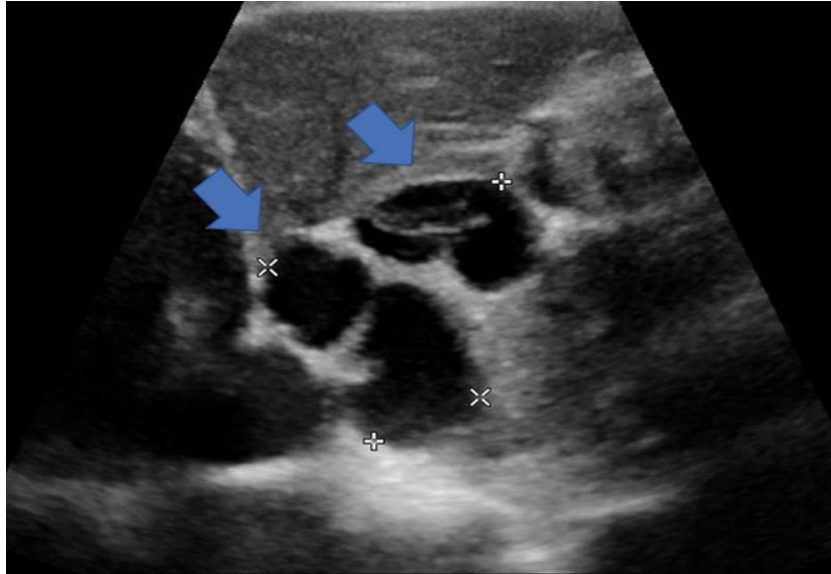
Image échographique montrant deux masses anéchogènes dans le foie (flèche bleu clair) avec une capsule assez mince et des cloisons : Cystadénocarcinome hépatique [44].
